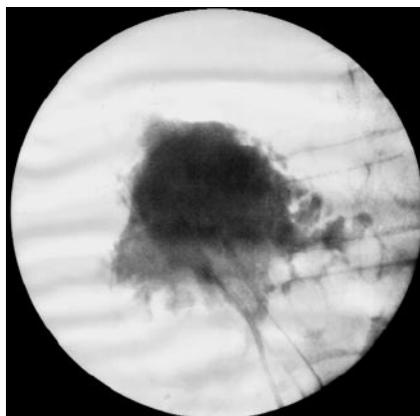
Рентгенологический контроль за лечение абсцесса печени: а – полость абсцесса; б - двукатетерное дренирование полости абсцесса
